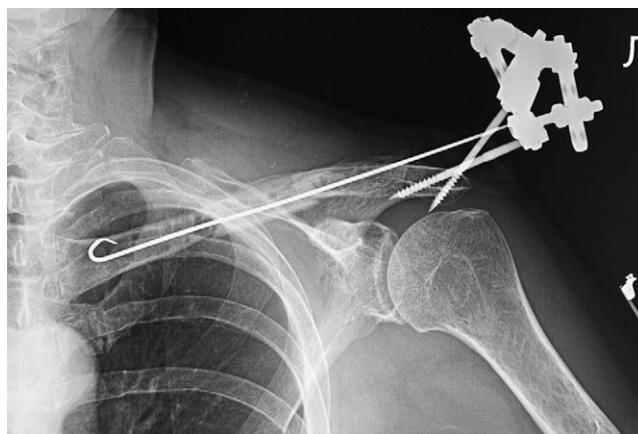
Рентгенограмма после КНО ключицы
